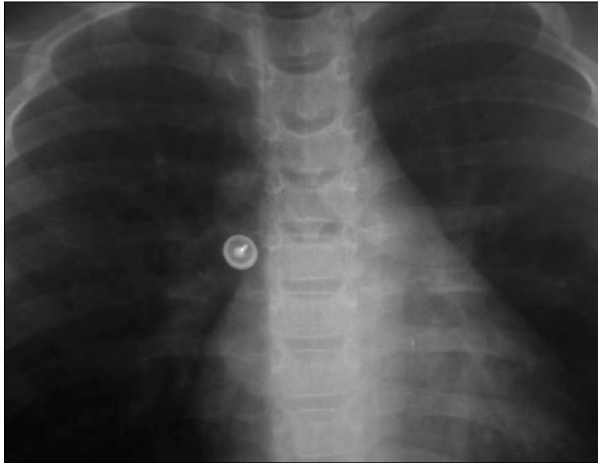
Radiografía de tórax de una chincheta en bronquio principal derecho.
